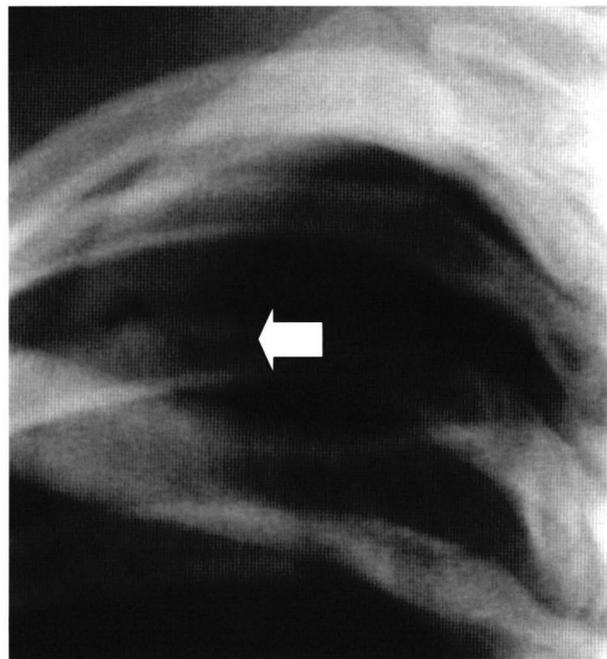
Case 1 : A postero-anterior radiograph of the chest shows a fracture line (arrow)
